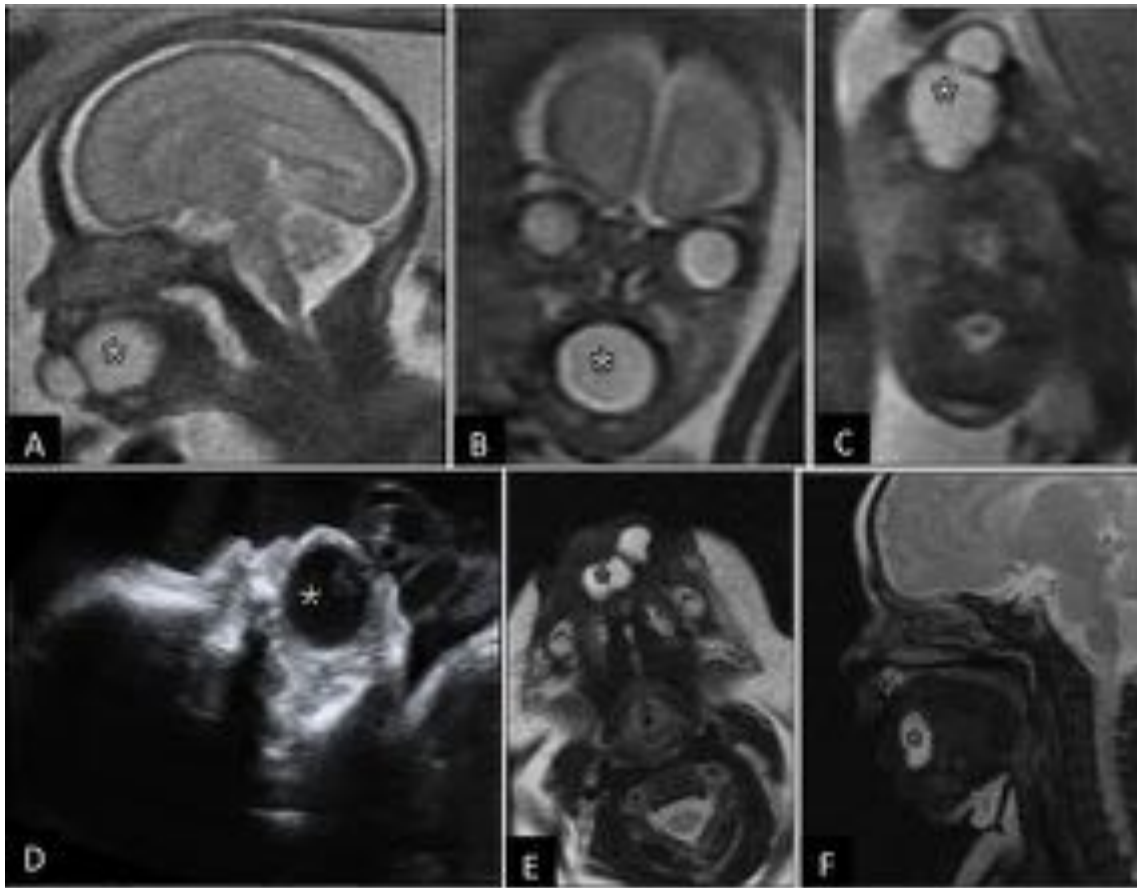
Quiste de duplicación de la lengua. Ecografía y estudio de RM fetal en feto de 25 semanas gestacionales. A. Sagital T2 SSFSE, B. Coronal T2 SSFSE, C. Axial T2 SSFSE and D. Ecografía. Tumoración quística bilobulada de la cavidad oral que protruye hacia el exterior, hiperintensa en T2 e hipocogénica, con origen en la lengua. RM realizada en el recién nacido E. Axial T2 FSE and F. Sagital T2 FSE . Confirma la lesión quística lingual.
